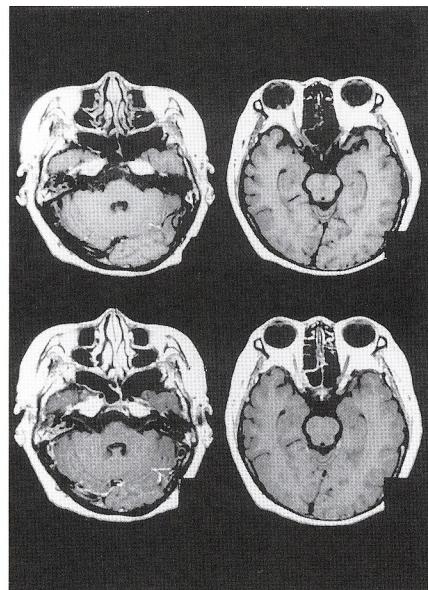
MRI imaging on admission showing no abnormal findings. (upper T1 W.I., lower Gd-enhanced image)
